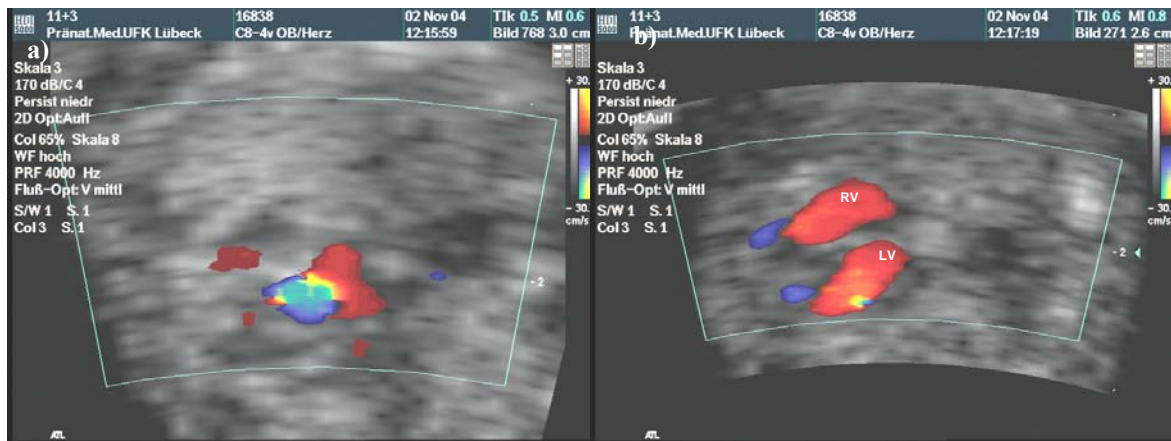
a) Turbulenter Blutfluss in der Farbdopplerechokardiographie über der Aortenklappe in der 11+3 SSW ; b) Vierkammerblick in der Farbdopplerechokardiographie (TVS)
